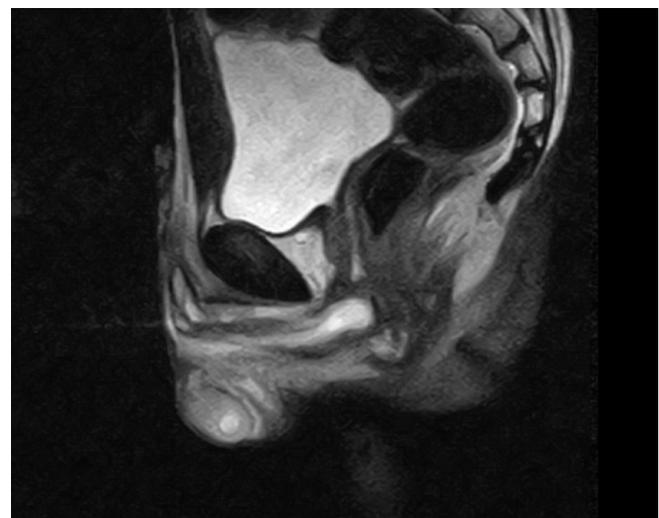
МРТ 2. МР-картина образования левого яичка, без признаков метастазов в органы малого таза и региональные лимфоузлы
